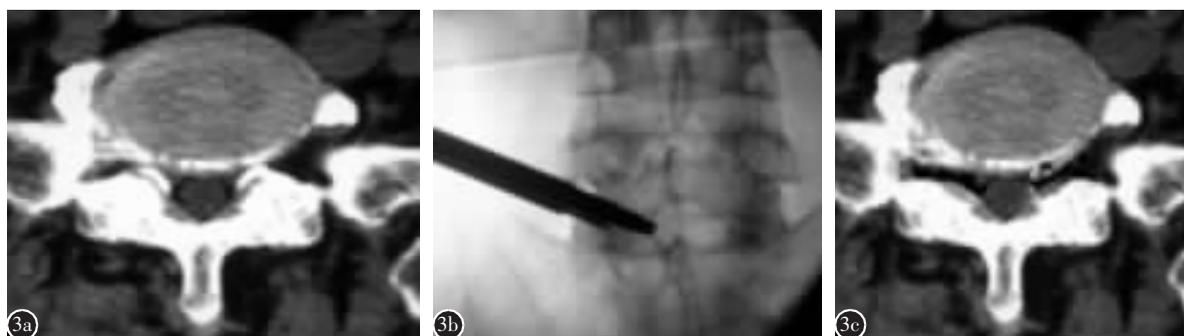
患者男, 71 岁, 双下肢放射性疼痛 a 术前 CT 检查示双侧 L5/S1 神经根管骨性狭窄 b 术中锯齿状铰刀逐级磨除 S1 上关节突外侧缘部分骨质 c 术后 3 个月 CT 示双侧神经根管已扩大成形
